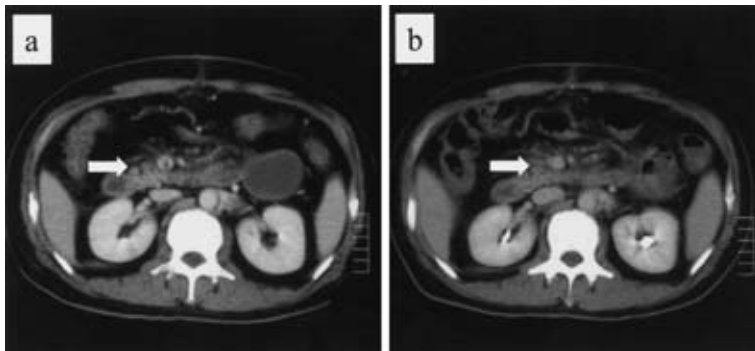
Enhanced CT performed 14 days after surgery showed the SMV was central low density area surrounded dense venous wall, residual thrombus in thrombosis of the SMV (a, arrow).
